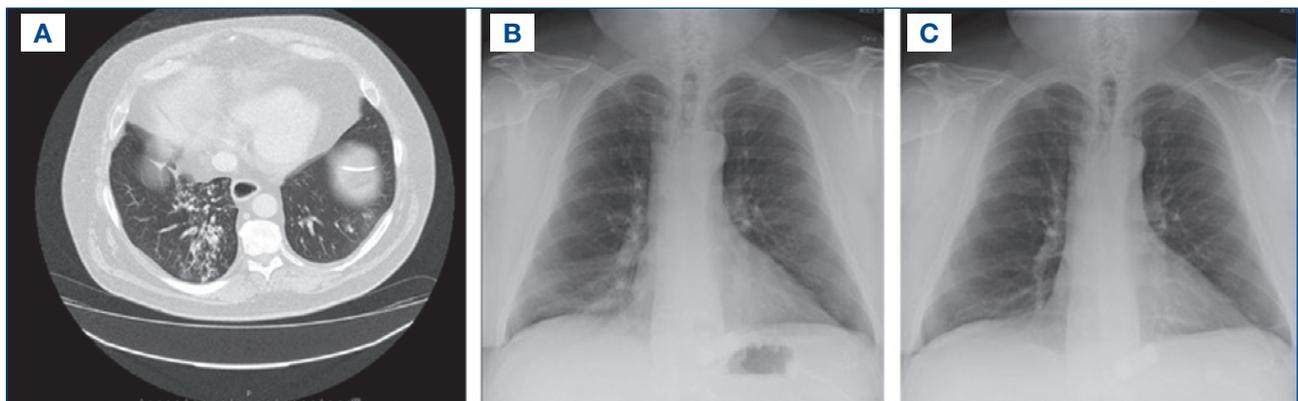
TC del torace prima della diagnosi di infezione da *M. celatum* (A) e Rx del torace immediatamente prima (B) e dopo 2 mesi dall'inizio della terapia (C).
